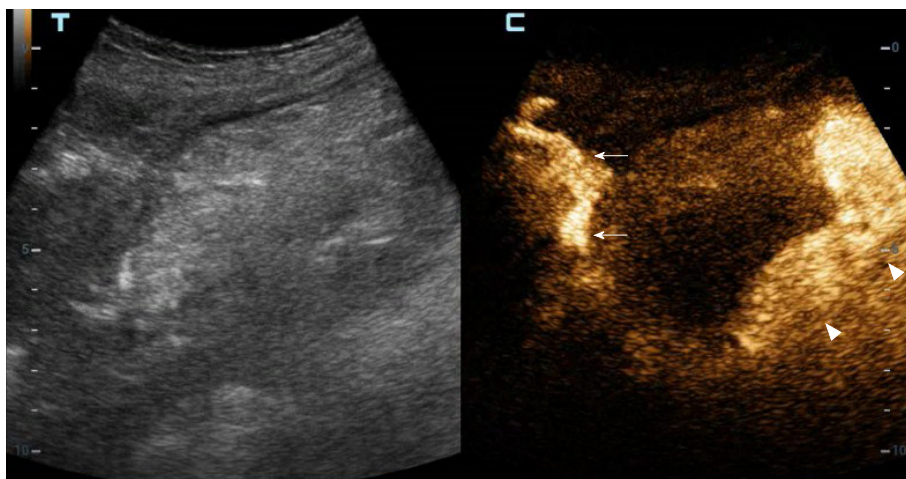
腔道超声造影显示裂隙(白色箭头)及肠管(白色三角形箭头).
